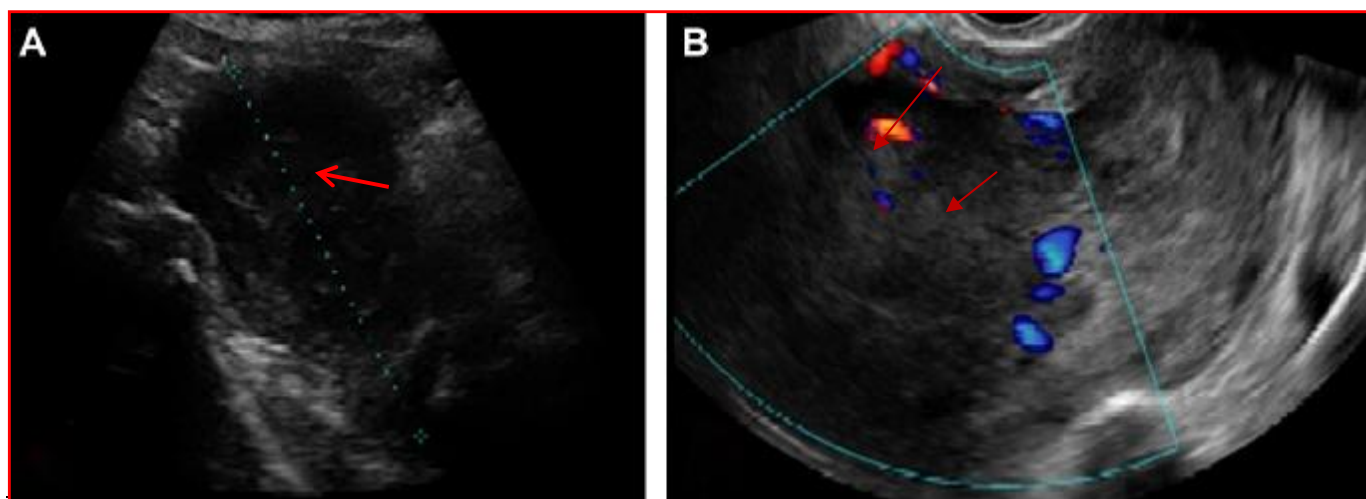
Échographie pelvienne sus-pubienne (A), endovaginale (B) : image intracavitaire échogène hétérogène (Flèche rouge), vascularisée dont les limites avec le myomètre semble interrompue par endroit
